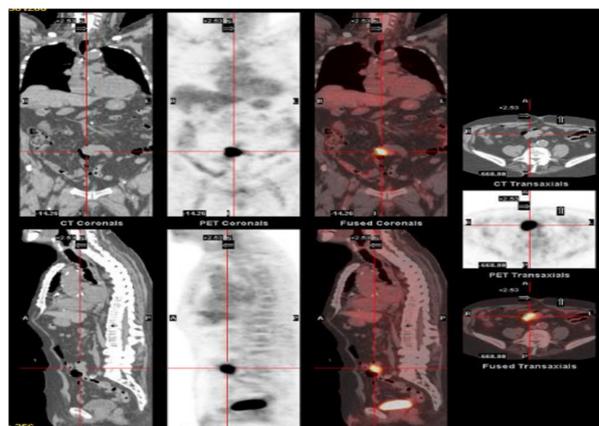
PET/TC donde se observa masa hipermetabólica en línea media pélvica, SU V max 13,5 y aprox 43 mm, que se corresponde con asas intestinales.
